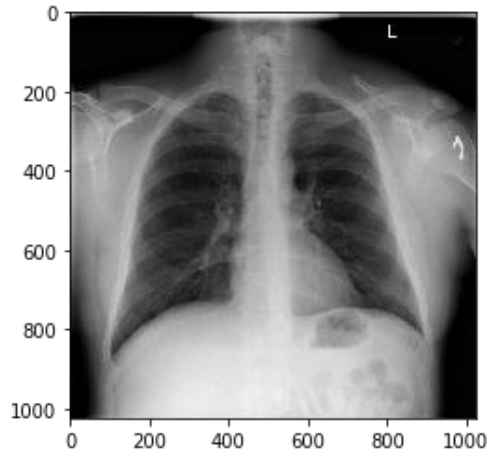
39 Amfizem Tanısı İçin Röntgen Görüntüsü
